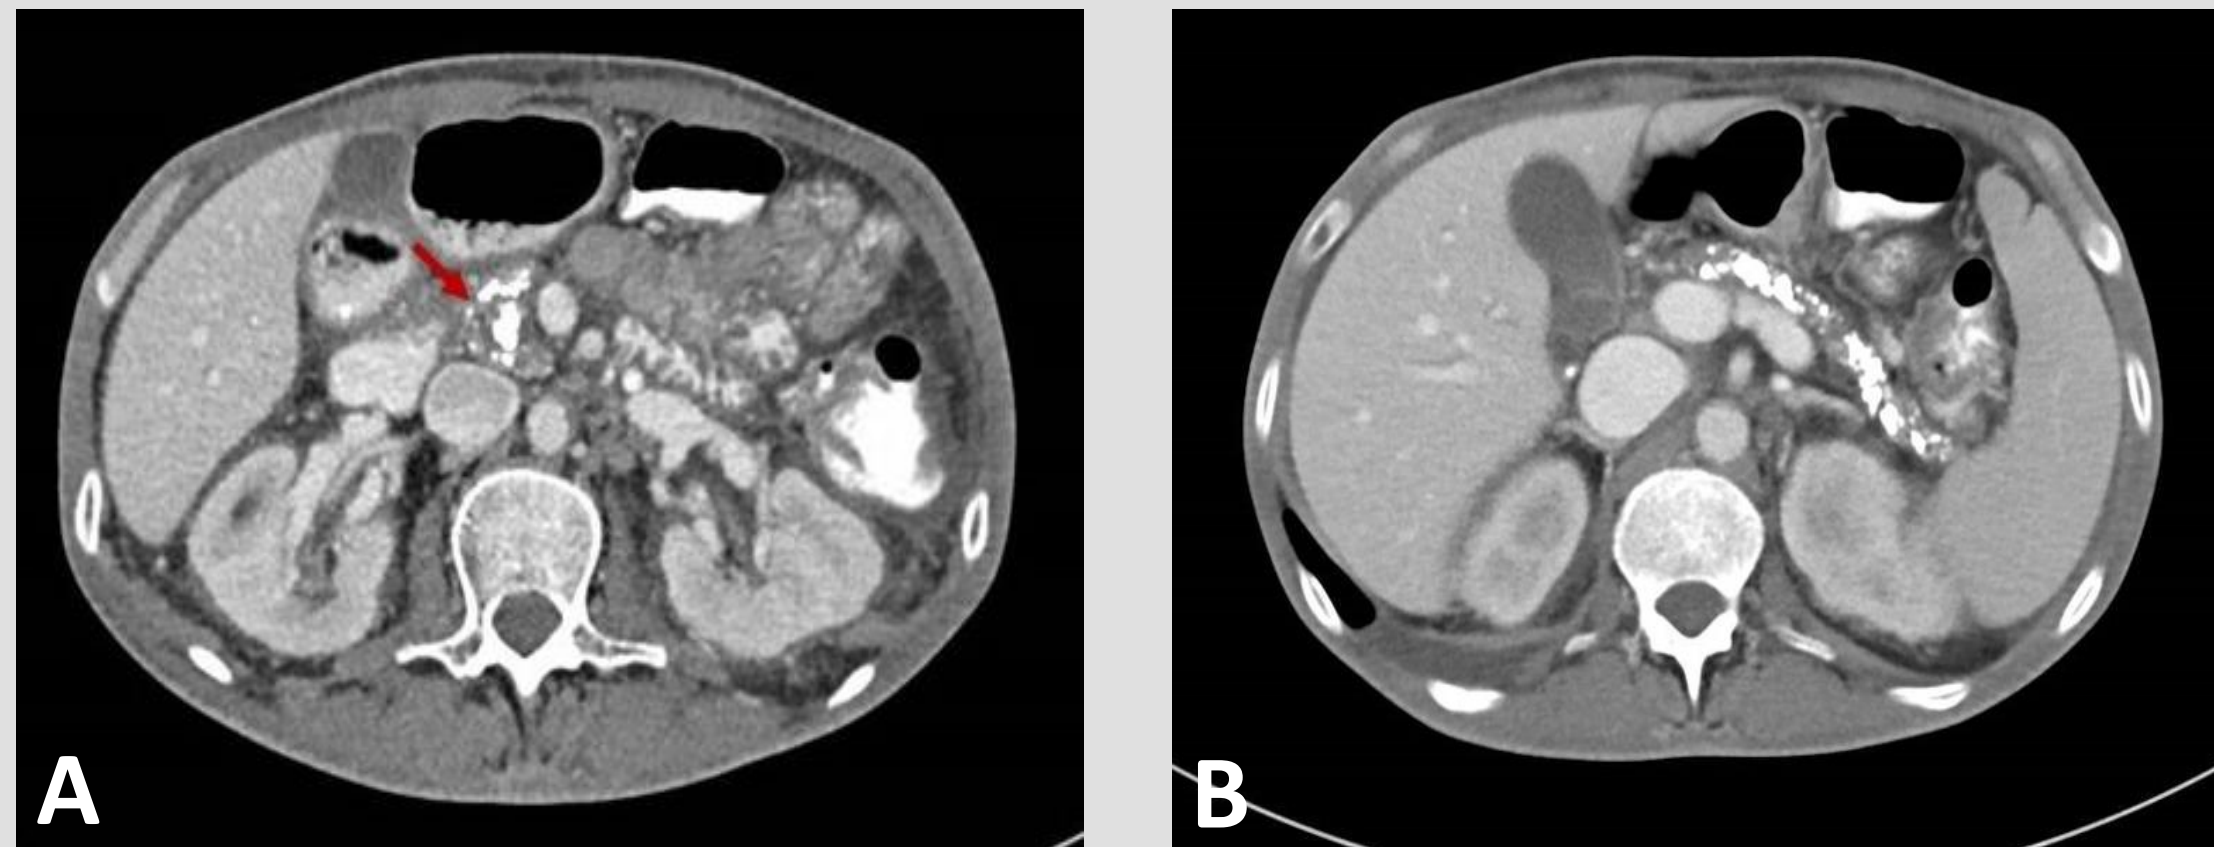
Angio-TC em doente com pancreatite crónica calcificante. A. Aumento da cabeça pancreática, com múltiplas calcificações parenquimatosas e intraductais (seta). B. Pâncreas atrófico e heterogéneo com múltiplas calcificações no parênquima e cálculos intraductais.
